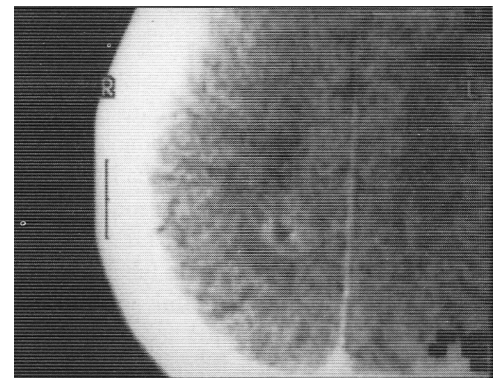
Imagen de absceso cerebral en tomografía axial computarizada.
